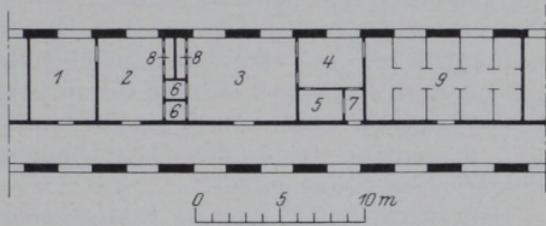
Röntgentherapiestation für ein kleines Krankenhaus mit eigenem Radiotherapeuten. Im Anschluß an die Röntgentherapiestation findet sich eine Abteilung für Diathermie- und Lichtbehandlung.
